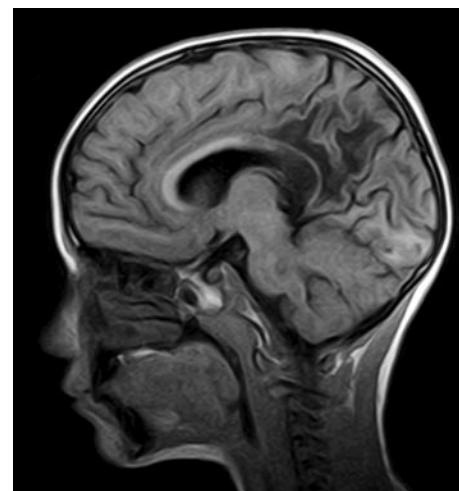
МРТ-картина головного мозга пациента Д., 7 лет, сагittalный срез.
